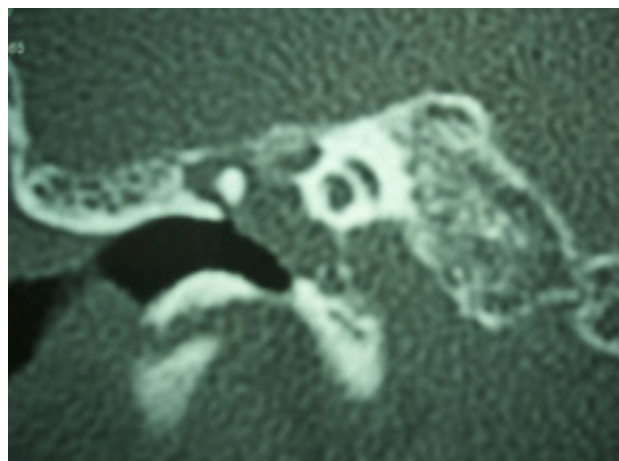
Corte coronal de TC en la el que se observa la cavidad del oído medio ocupada por un material denso, y la gran protrusión que hace la arteria carótida en el oído medio.
